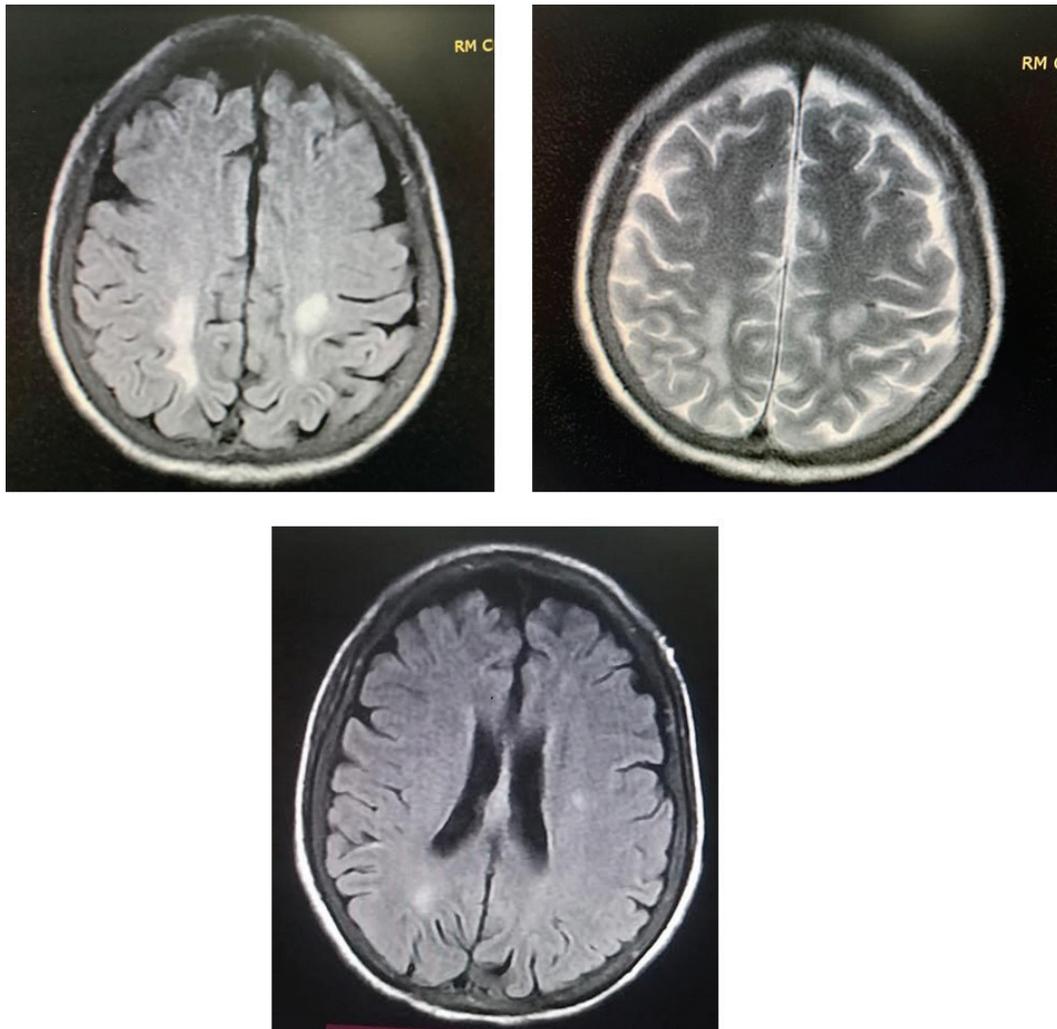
A, B y C. Los cambios en la RMN, ocurren de forma temprana, con presencia de áreas parcheadas y aumento de la intensidad de la señal en T2 y FLAIR, sin efecto de masa, pero con edema perifocal importante.
